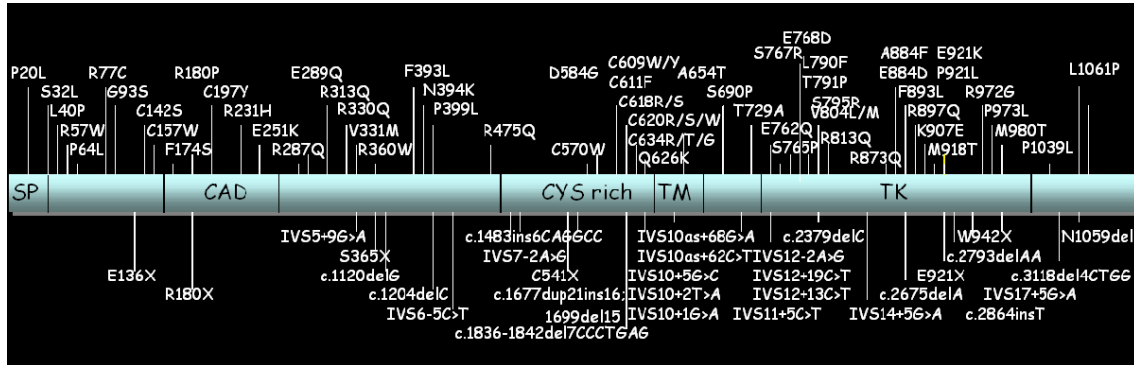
Representación del proto-oncogén *RET* en el que se han señalado algunas de las mutaciones identificadas en asociación con HSCR. No existen puntos calientes de mutaciones en este gen responsables de alteraciones entéricas. SP: Péptido señal; CAD: Dominios con homología a cadherinas; CYS rich: Dominio rico en cisteínas; TM: Dominio transmembrana; TK: Dominio con actividad Tirosin-Kinasa. (Chakravarti y Lyonnet, 2002)
